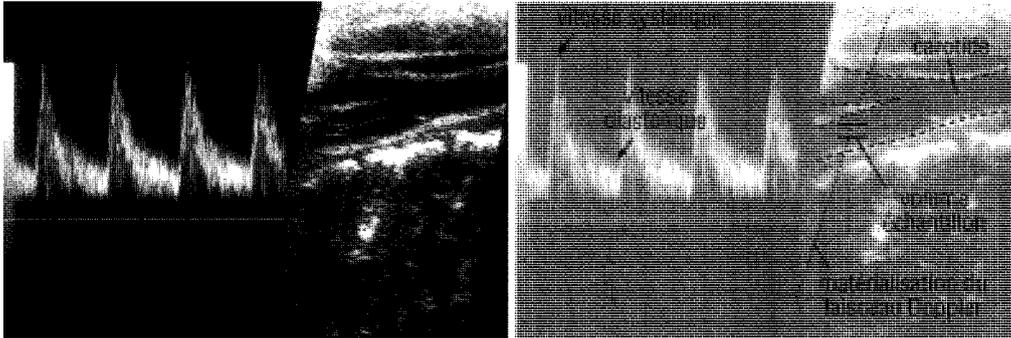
Image Duplex Doppler de l'artère carotide interne. A gauche, le spectre vélocimétrique Doppler montre que le courant sanguin circule en direction du transducteur. Si le courant sanguin s'éloignait du transducteur, le spectre serait inversé. La ligne est ondulée car la vitesse du sang se modifie durant le cycle cardiaque. A droite, image en mode-B montrant l'endroit où le courant sanguin a été enregistré.
